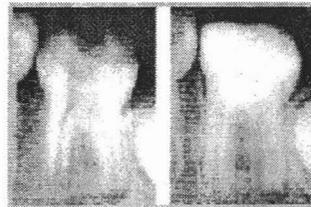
Radiografía de un primer molar con pulpotomía de un niño de 8 años. Obsérvese el cierre apical en la fotografía de la derecha. ⁽⁵⁾
